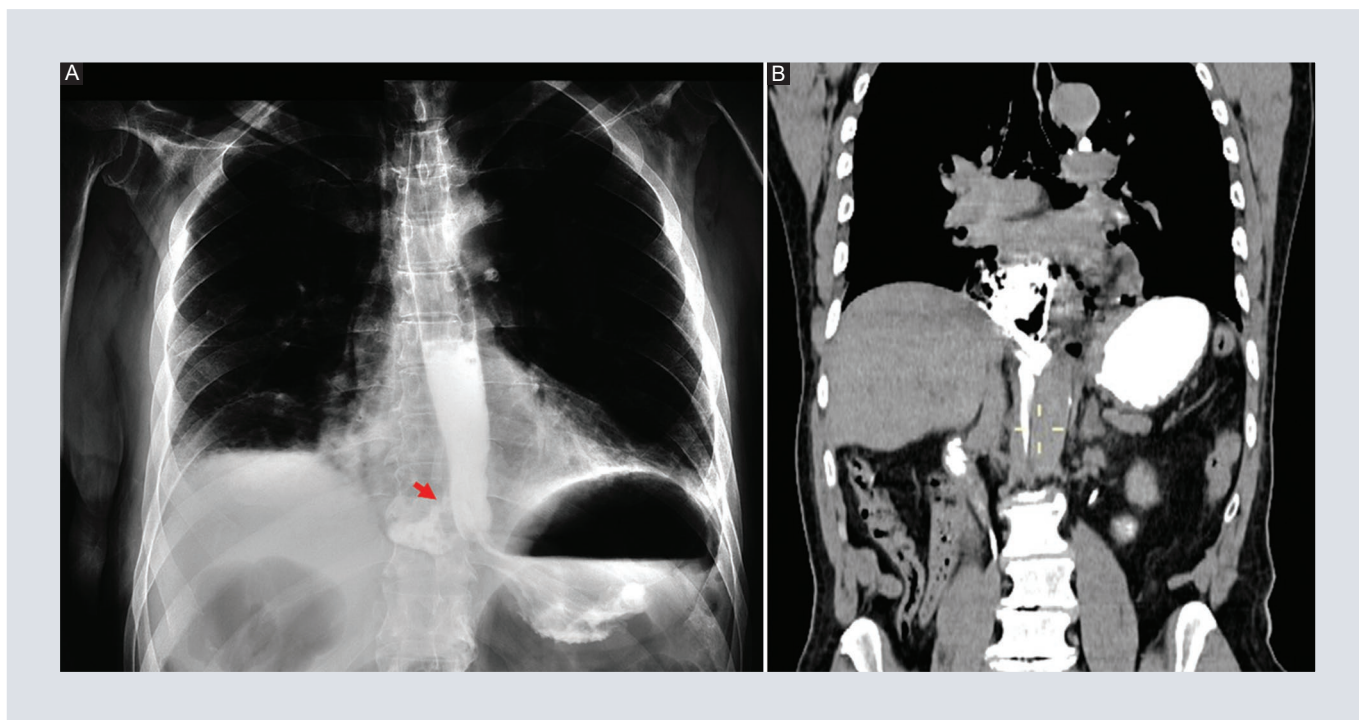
Fuga de contraste en un paciente con ruptura espontánea del esófago. A: radiografía de tórax con contraste hidrosoluble con fuga de contraste en la porción epifrénica del esófago (flecha). B: tomografía computarizada reconstrucción coronal con contraste oral, mostrando fuga de contraste distal y burbujas de gas en el mediastino.
